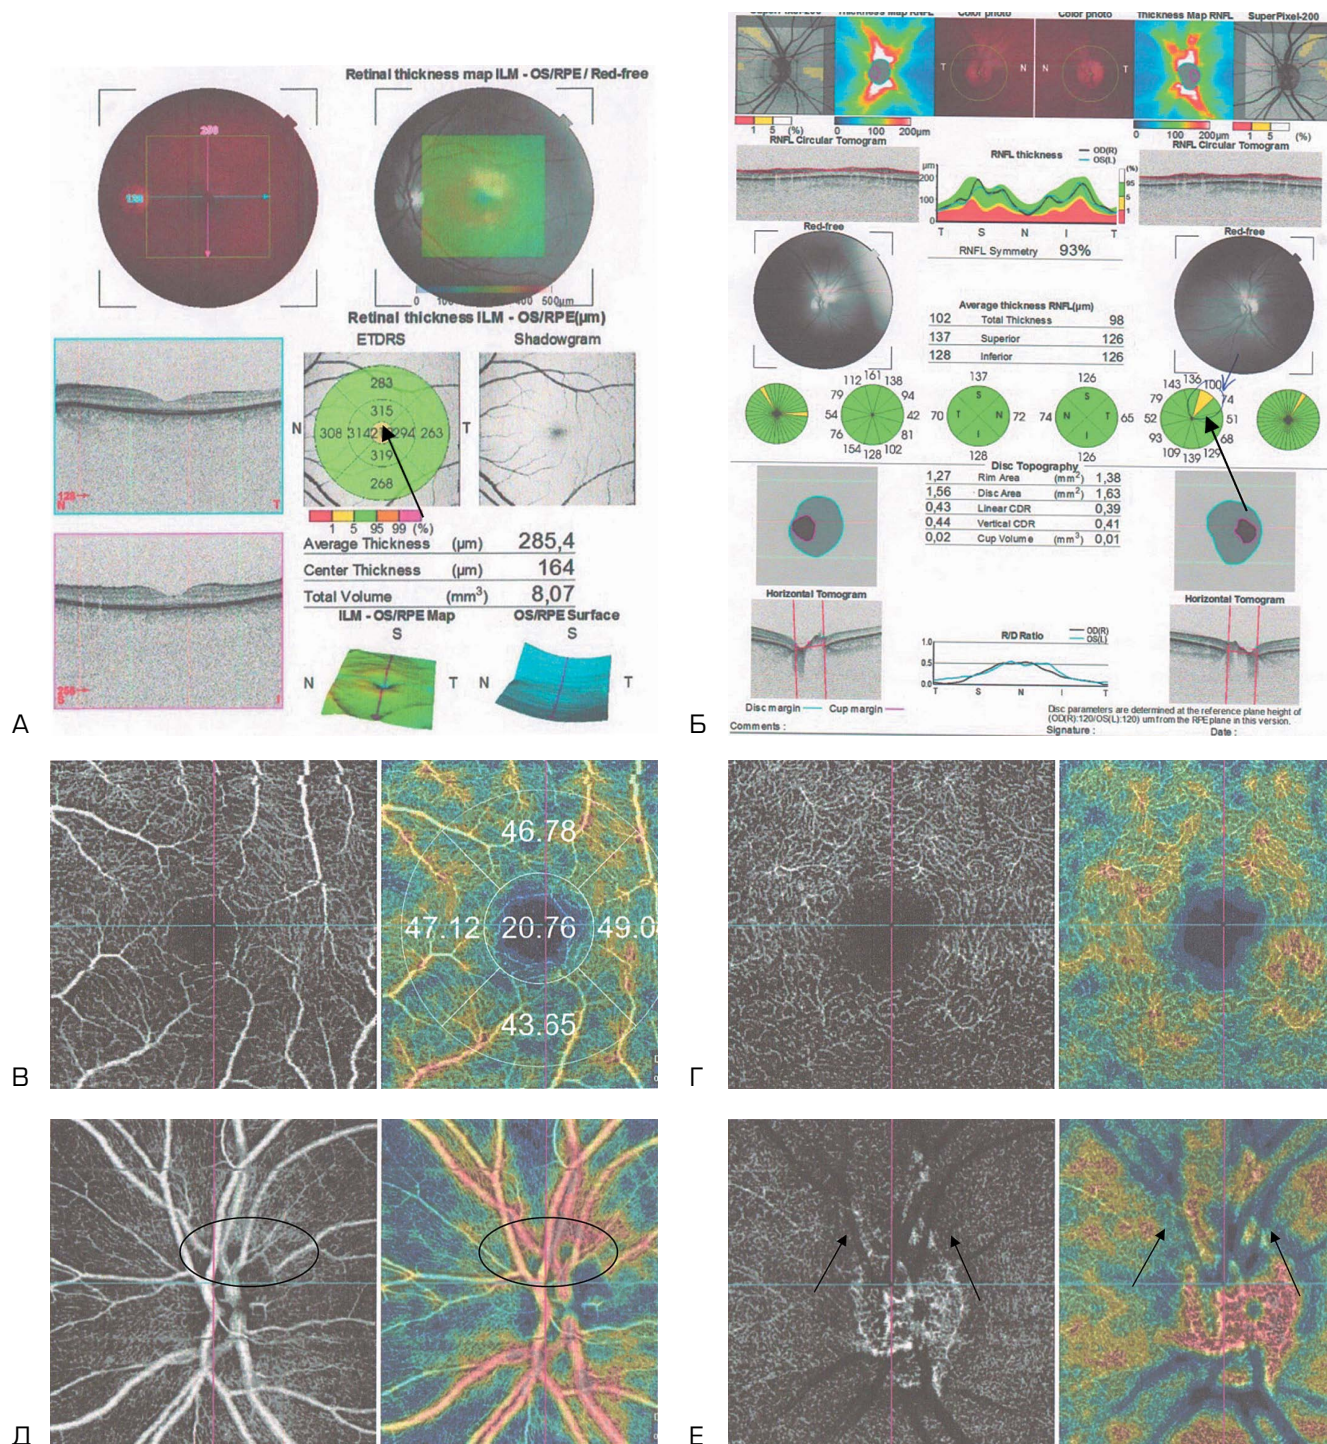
Оптическая когерентная томография с ангиографией пациента 1-й группы (без поражения органов-мишеней). А — ОКТ в бескрасном режиме, визуализируется истончение фовеальной области (площадь сканирования 6×6 мм); Б — визуализируется истончение нейроретинального пояса перипапиллярной области; В, Г — регистрируется гипоперфузия фовеальной области поверхностной (В) и глубокой (Г) сосудистых сетей (площадь сканирования 3×3 мм); Д, Е — регистрируется гипоперфузия области зрительного нерва поверхностной (Д) и глубокой (Е) сосудистых сетей (площадь сканирования 3×3 мм)
